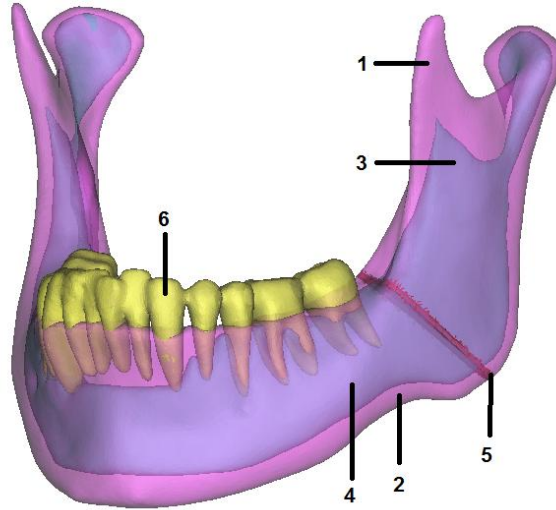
المجسمات ثلاثية الأبعاد التي تم إنشاؤها ضمن برنامج Mimics® بدءاً من صورة CBCT
